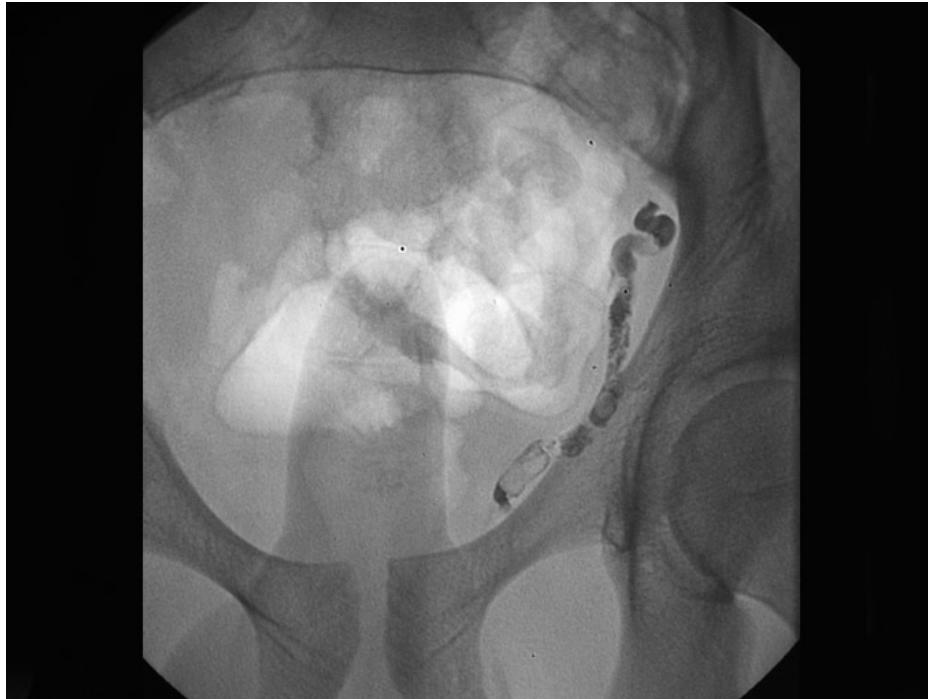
Cliché radiographique en région pelvienne centré sur la veine spermatique interne gauche, après embolisation.
